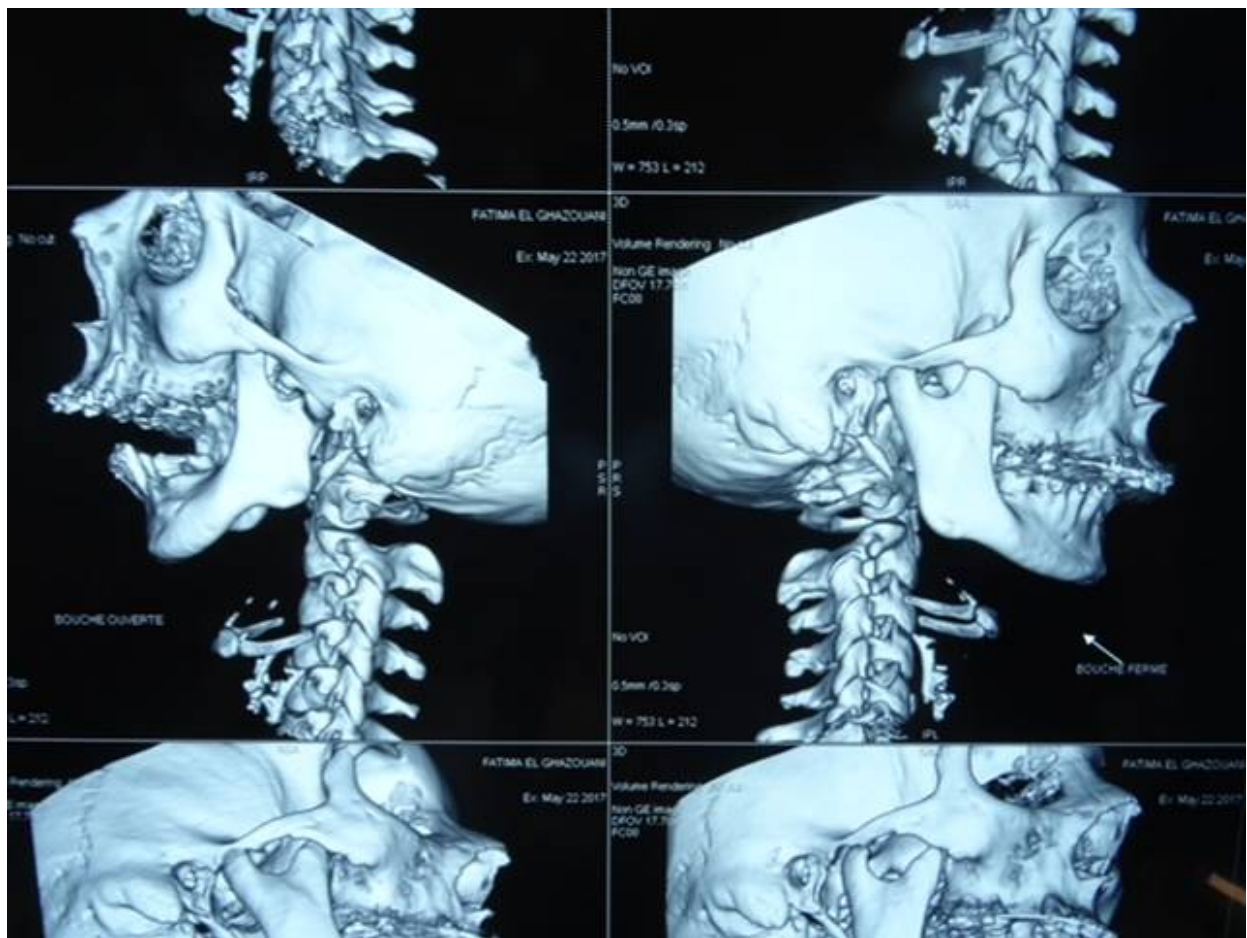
images TDM du massif facial
